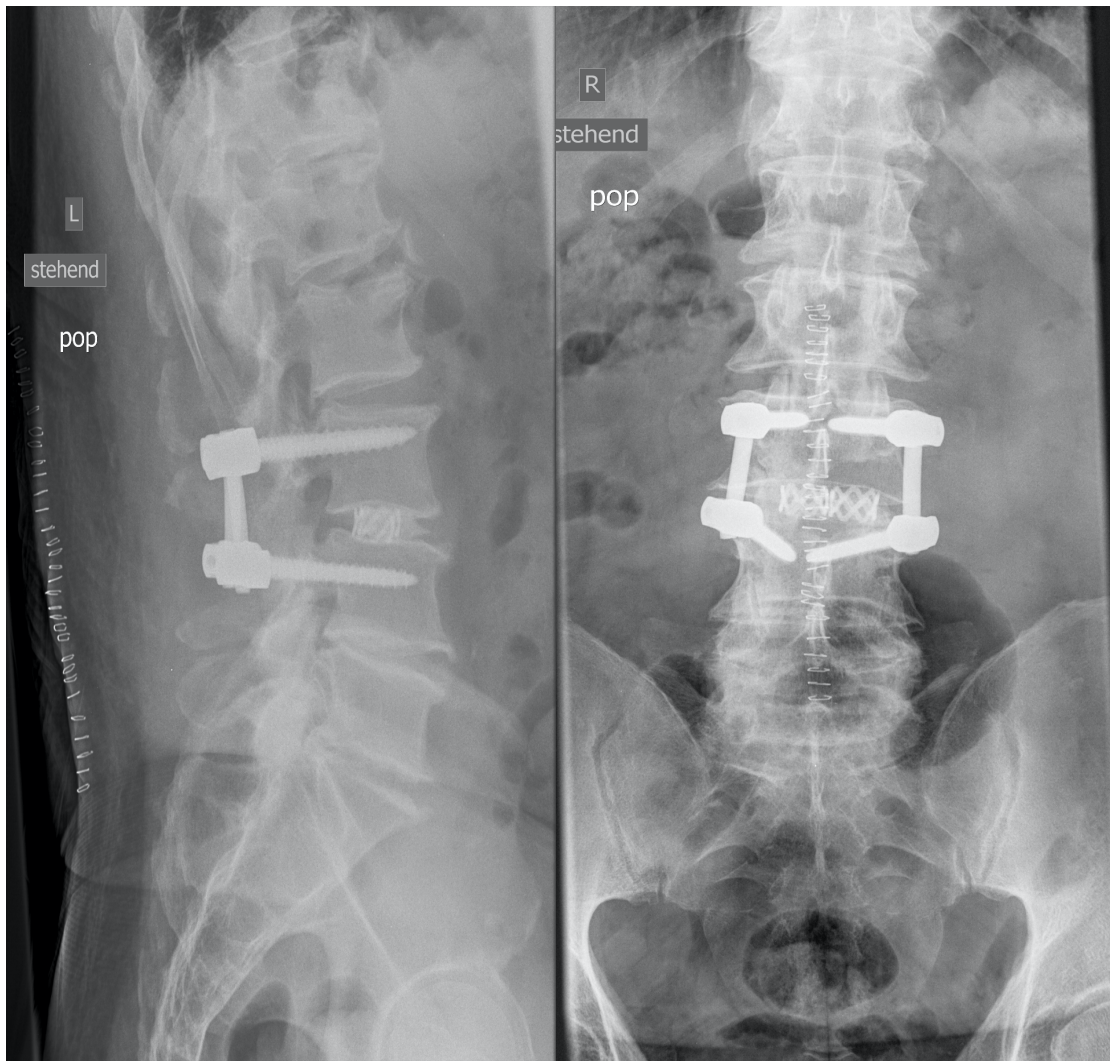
Darstellung der Spondylodese sowohl lateral als auch anterior-posterior im konventionellen Röntgen. Lage des Cages im Bandscheibenfach, Spongiosaplastik und Pedikelschrauben-Stab-System.
